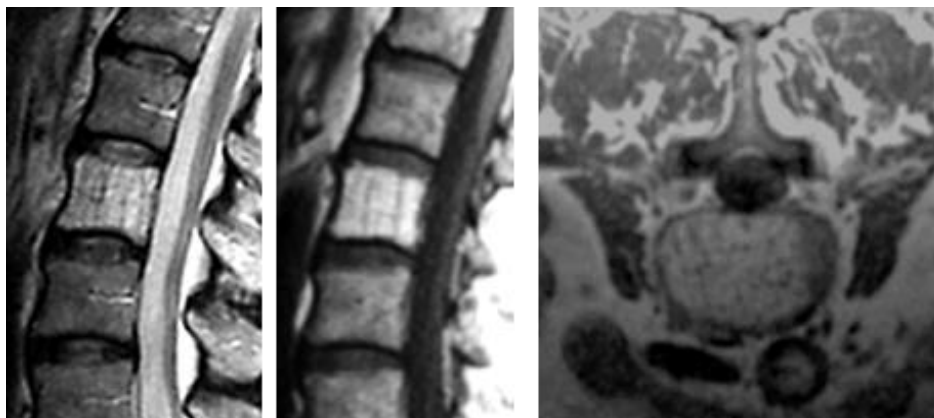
МРТ-сканы агрессивной гемангиомы L2 позвонка: сагиттальный T2-ВИ, сагиттальный T1-ВИ и аксиальный T1-ВИ
